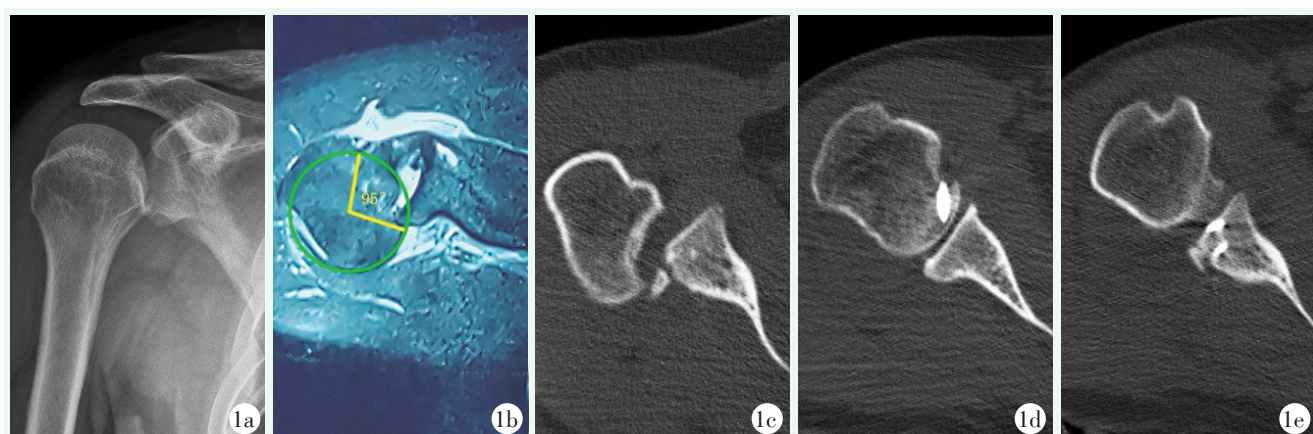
患者男性，57 岁。1a: 术前 X 线片示“灯泡征”；1b: 术前 MRI 示肩胛下肌撕裂、Moroder 分型 γ 角 95°；1c: 术前 CT 示关节盂缺损大小约 6 mm；1d: 术后 CT 示镜下 McLaughlin 术后锚钉位置；1e: 术后 CT 示反向 Bony Bankart 损伤双排锚钉固定位置。
